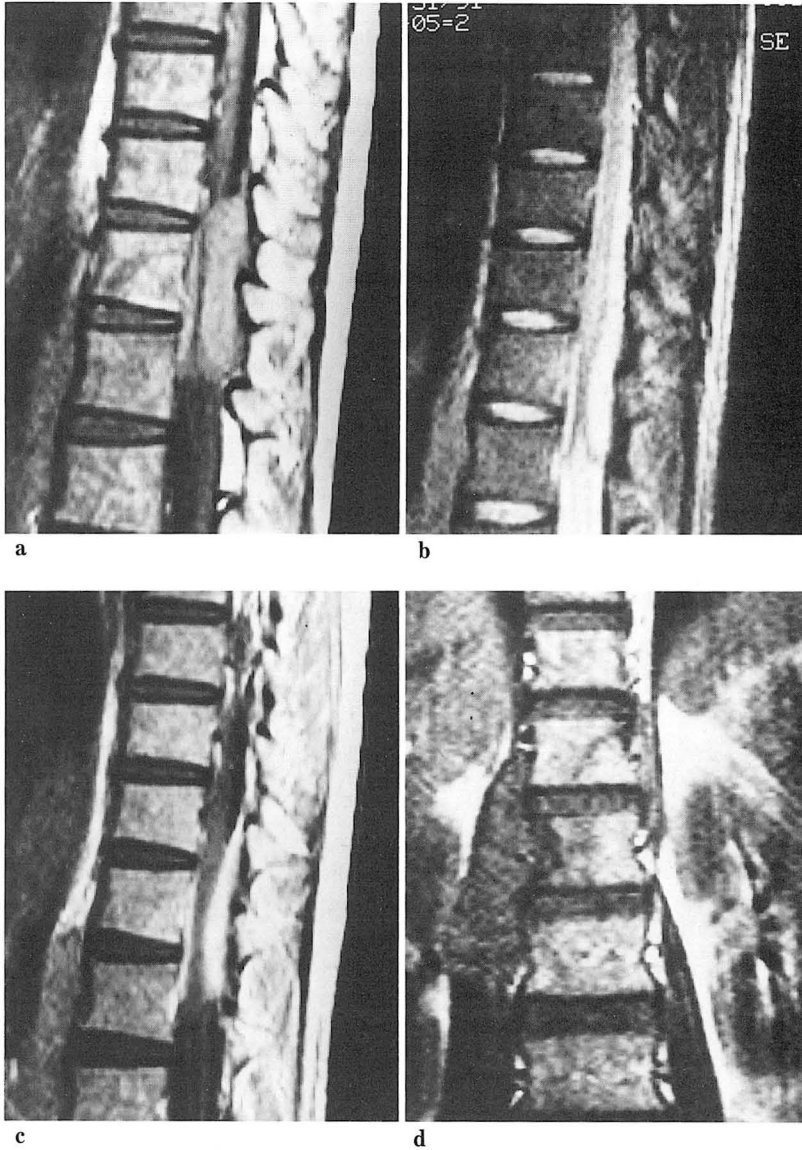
A 58-year-old man with metastasis from hepatoma T1-weighted(500/20) and T2-weighted(1800/80) images show bony destruction of L2 vertebral body(a,b). The thecal sac is compressed by the anterior epidural mass. Gd-DTPA enhanced T1-weighted image shows enhancement of anterior epidural mass(c).
